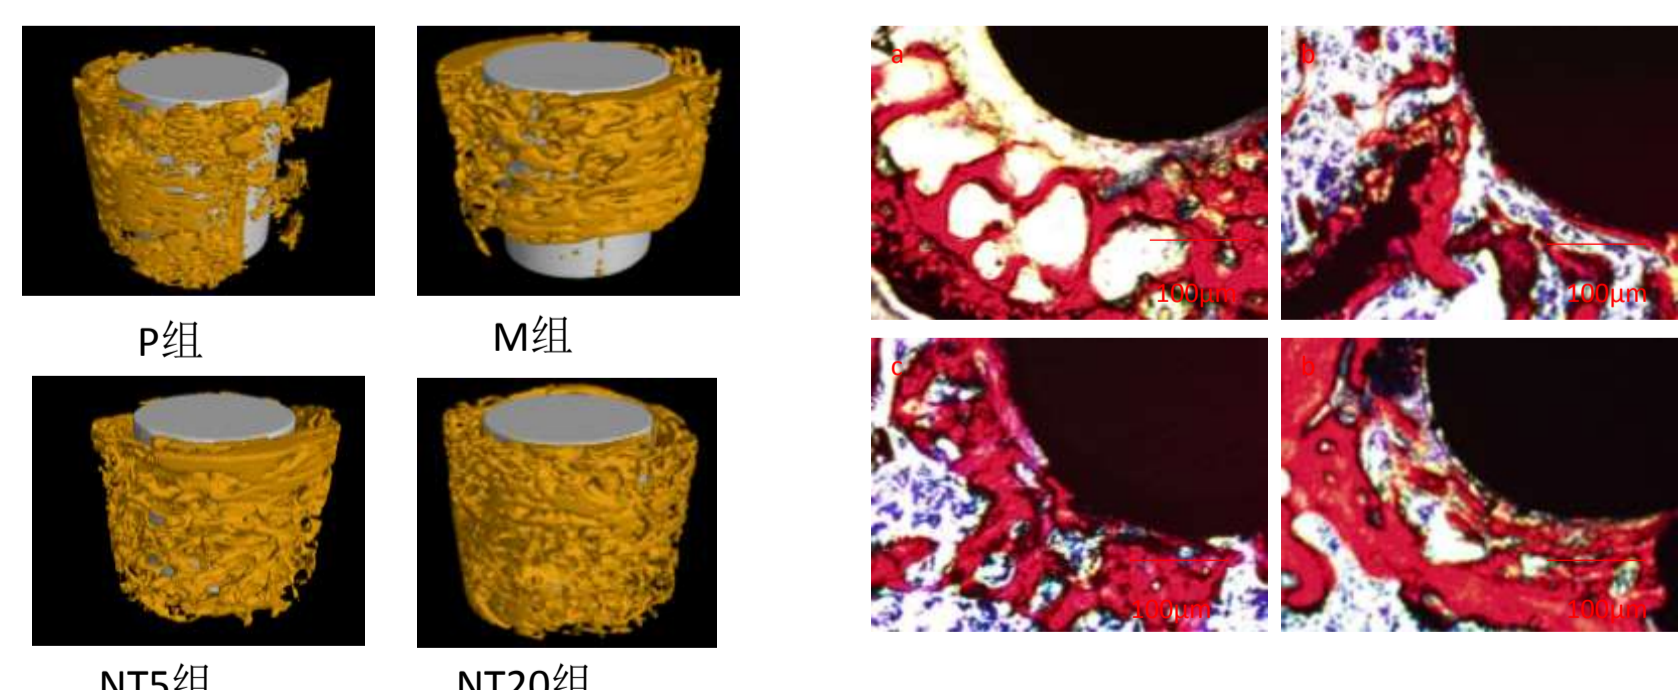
各组金属钛周围Micro CT观察(放大倍数: 50倍)。
